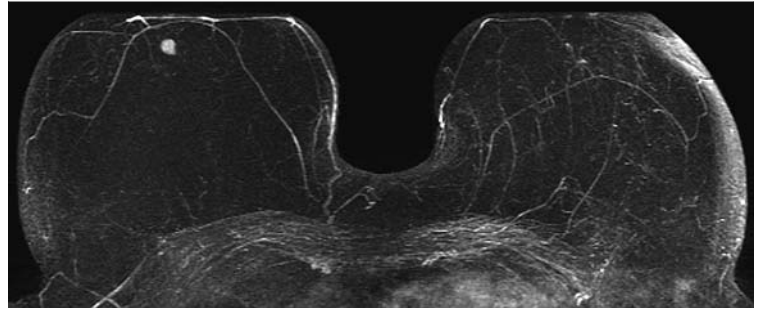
Metachrones Mammakarzinom rechts nach BET und adjuvanter Bestrahlungsbehandlung in der Mamma-MRT (MIP-Präsentation). Bei Dichtetyp I und Artefaktstufe I sowie sehr zuverlässigem Ausschluss weiterer Tumormanifestationen stellt sich die Frage der Notwendigkeit einer rechtsseitigen Mastektomie bei fehlender Option einer erneuten postoperativen Bestrahlungsbehandlung.
